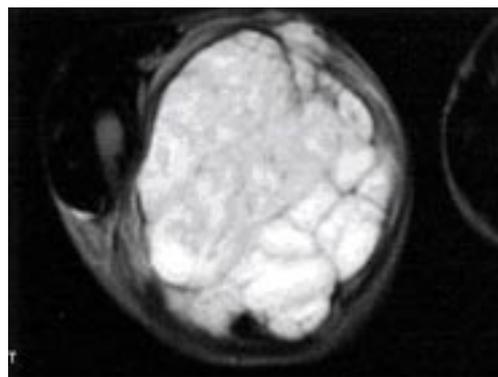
Ressonância magnética corte axial de condrossarcoma extra-ósseo de raiz de coxa.
